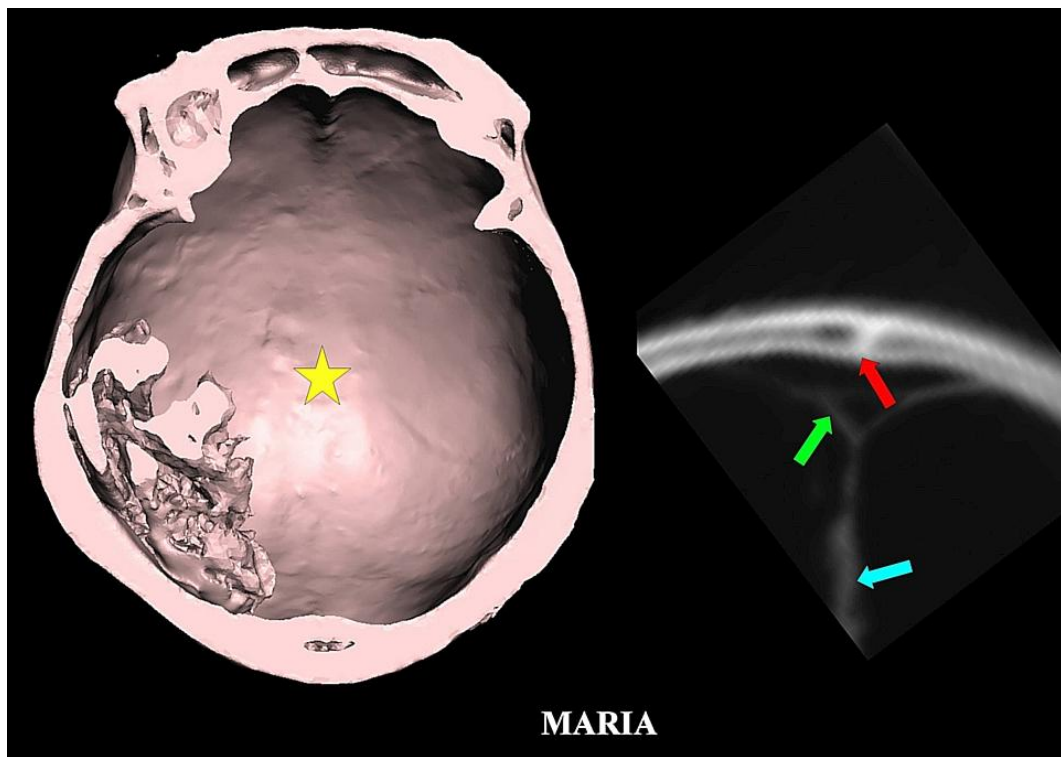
Vista inferior de TC 3D de la sección cortada de la bóveda craneal (izquierda) que muestra una superficie interna lisa con ausencia de sutura sagital identificable (ubicación de la estrella amarilla) y sutura coronal. El hueso craneal aparecía engrosado en la parte posterior. Se observó un remanente cerebral en el lado derecho. Corte coronal de TC 2D (derecha) que muestra la sutura fusionada (flecha roja) dentro del hueso con tablas interna y externa continuas. También se observaron el seno sagital superior (flecha verde) y la hoz cerebral (flecha azul).
